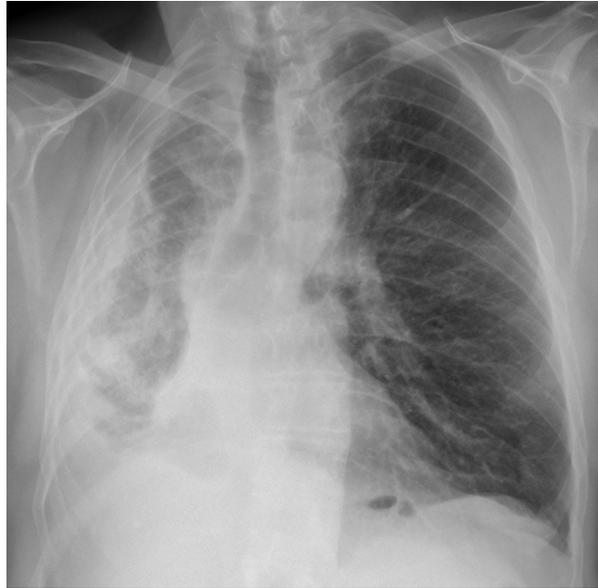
RADIOGRAFÍA DEL PACIENTE
